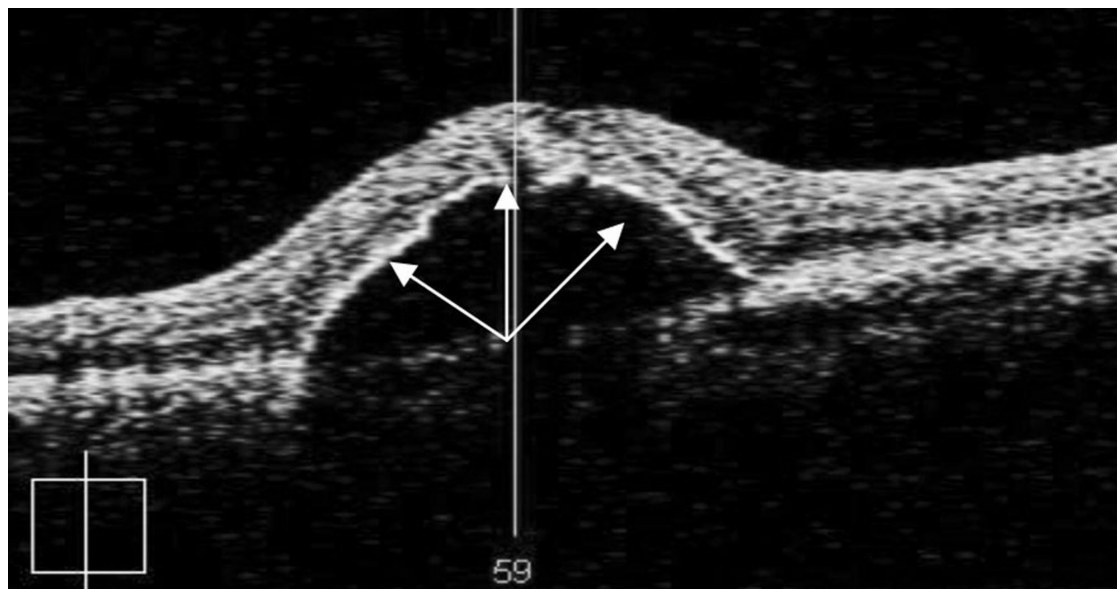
Оптическая когерентная томограмма макулы левого глаза пациентки с отслойкой пигментного эпителия. Сетчатка возвышается над хориоидеей в виде правильного купола высотой 541 мкм. Изменений в слое хориокапилляров не определяется. Пигментный эпителий визуализируется, как сплошная красная линия. Полость между ним и слоем хориокапилляров заполнена оптически прозрачным содержимым. Прозрачность слоя фоторецепторов несколько снижена на вершине купола. Толщина сетчатки над отслойкой, в фовеолы 237 мкм, парафовеоларно 333 мкм. Протяженность очага поражения 2876 мкм.
